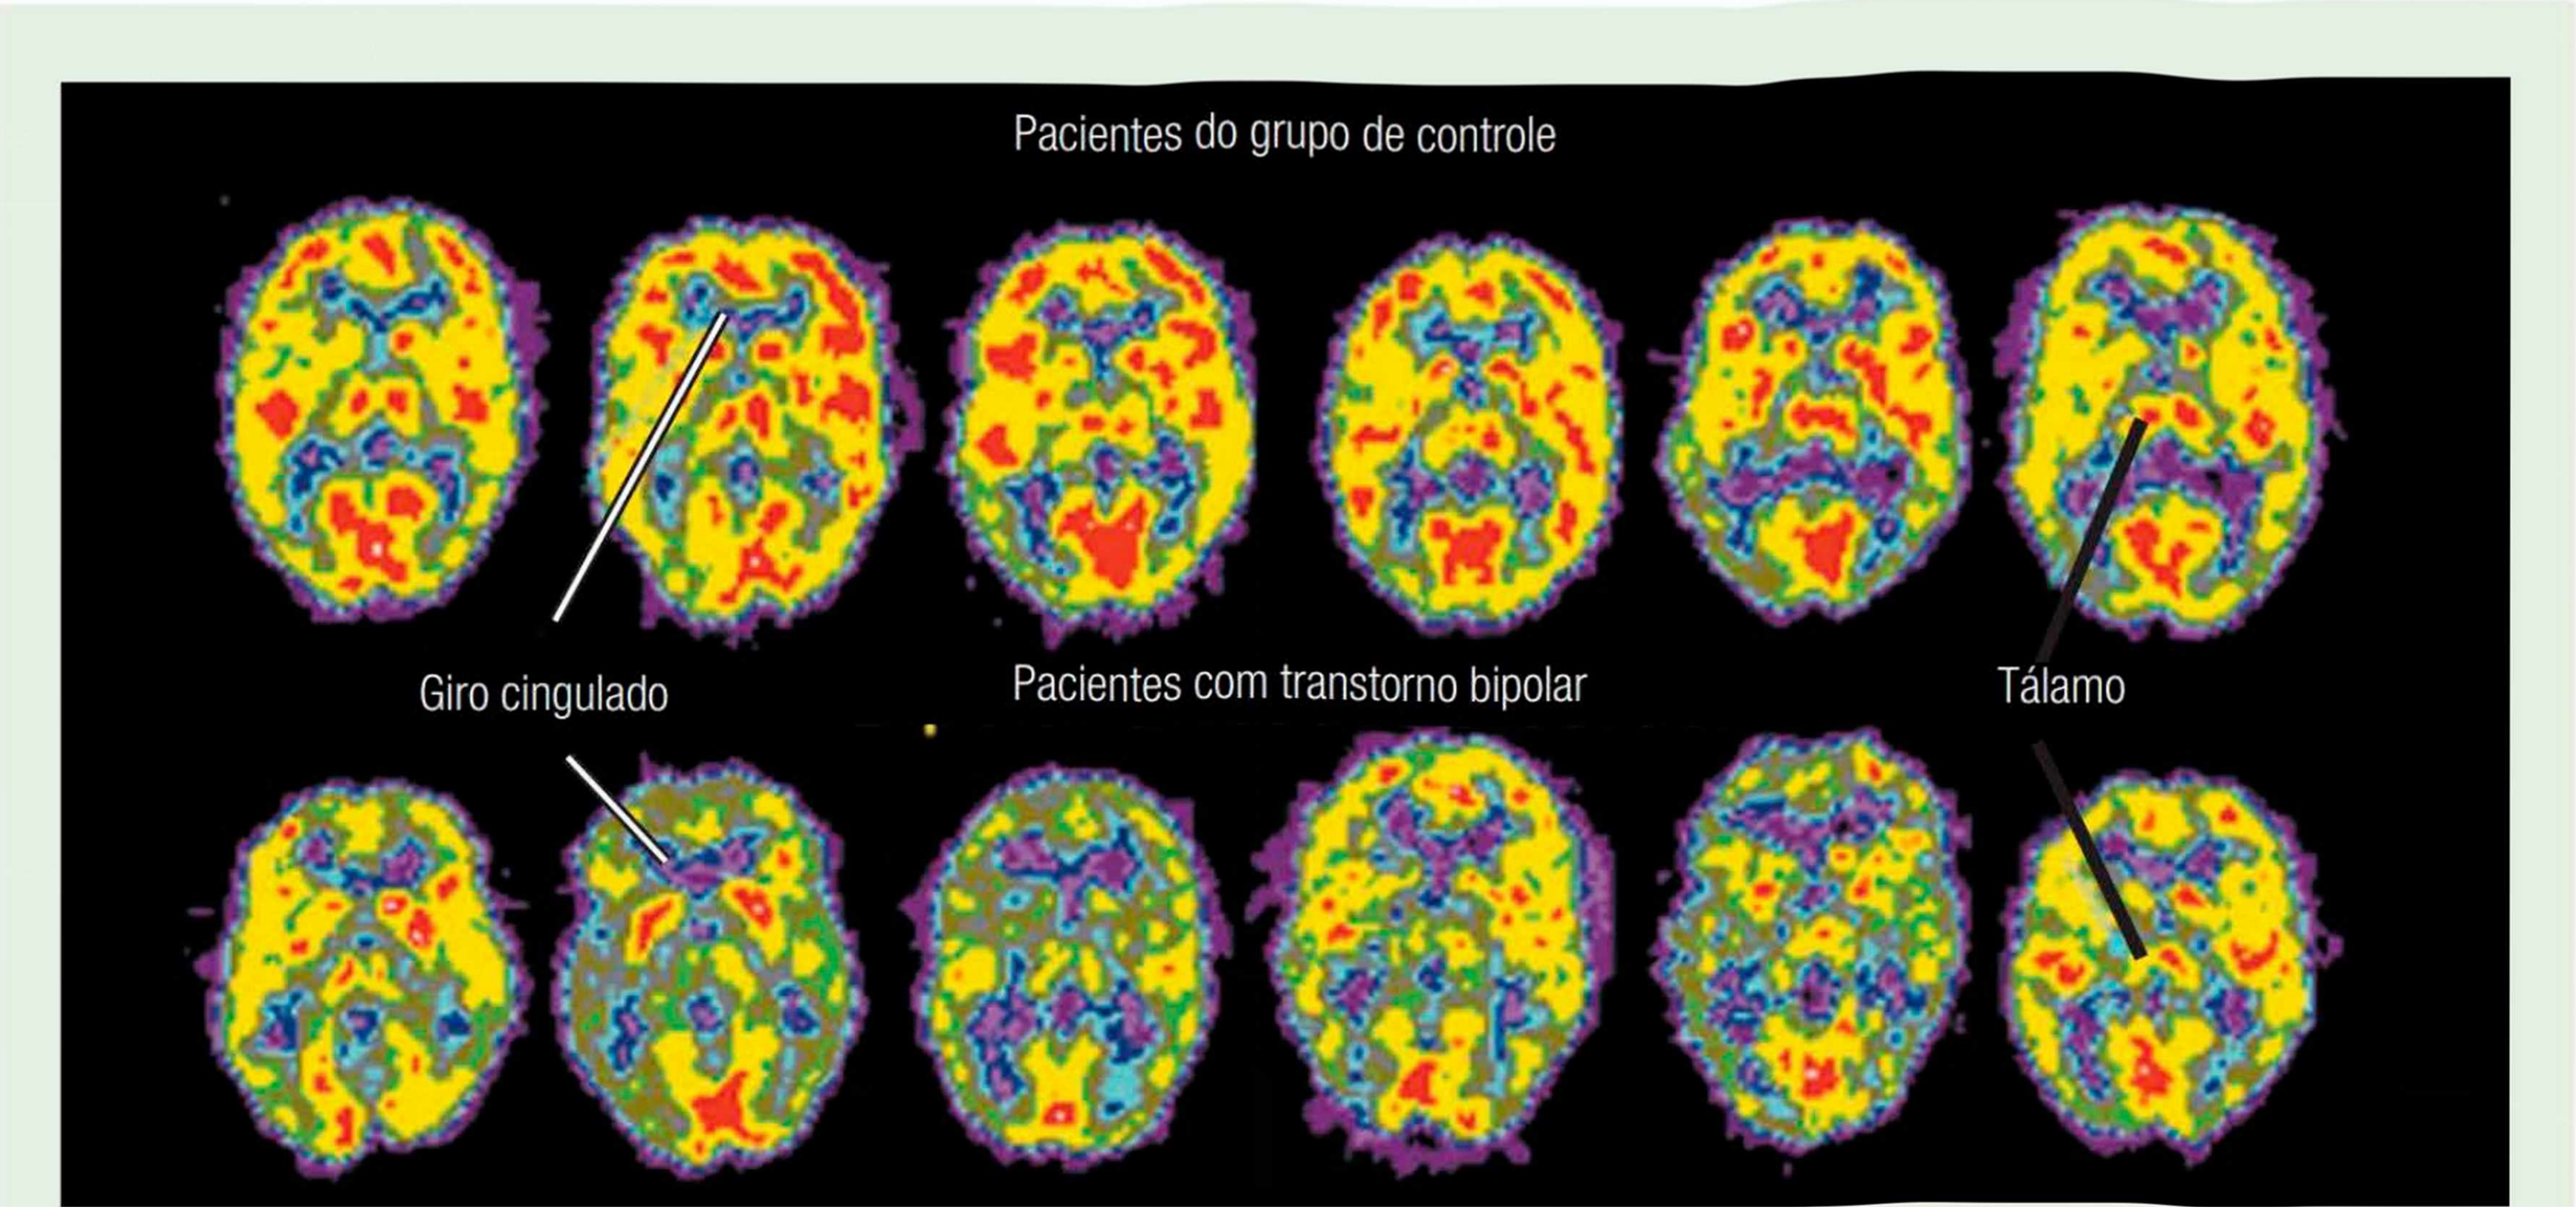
Tomografias de pacientes com transtorno bipolar. Tomografias PET realizadas em seis pacientes do grupo de controle e seis com transtorno bipolar. Observe as reduções na taxa metabólica relativa no giro cingulado e no tálamo de indivíduos com transtorno bipolar. (Reimpresso com cortesia de Monte S. Buschbaum, M. D., Mt. Sinai School of Medicine, New York.)
